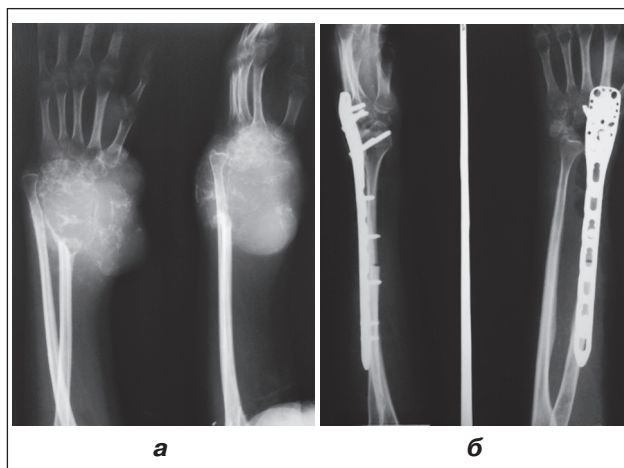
Фотовідбитки рентгенограм пацієнтки О.: а) ГKP дистального відділу променевої кістки; б) реконструкція дефекту кістки за допомогою неваскуляризованого малогомілкового автотрансплантата проксимального відділу малогомілкової кістки, фіксованого за допомогою пластики до залишку променевої кістки з формуванням артродезу в променево-зап'ястковому суглобі
